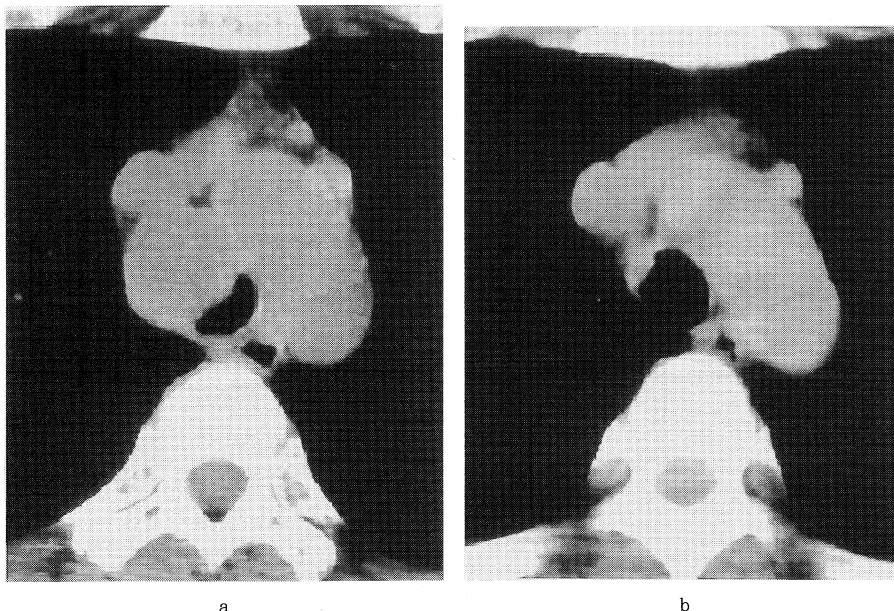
症例1の胸部CT像。レーザー治療10日後(図2-a), 8カ月後(図2-b)
